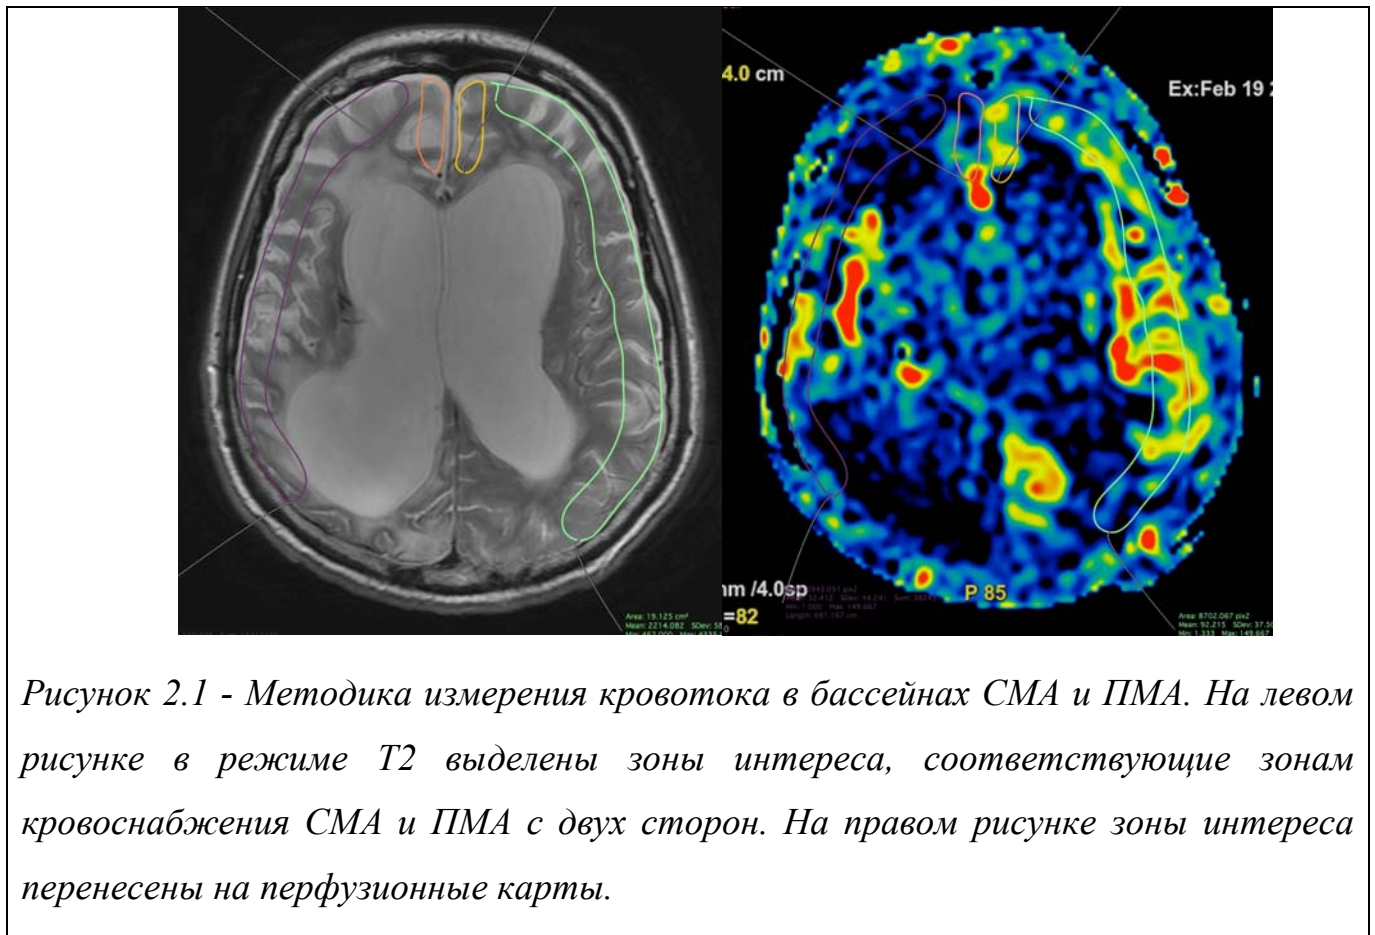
Методика измерения кровотока в бассейнах СМА и ПМА. На левом рисунке в режиме T2 выделены зоны интереса, соответствующие зонам кровоснабжения СМА и ПМА с двух сторон. На правом рисунке зоны интереса перенесены на перфузионные карты.
